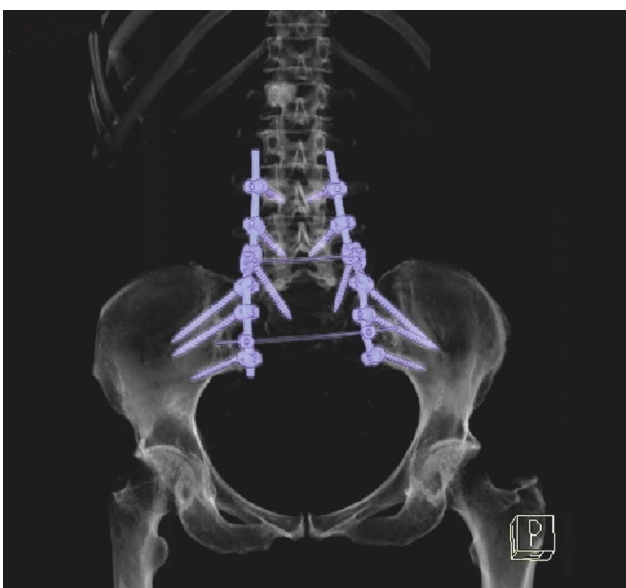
Послеоперационные КТ, МРТ томограммы пациентки Н. Опухоль удалена тотально. Фиксация сегментов позвоночника
